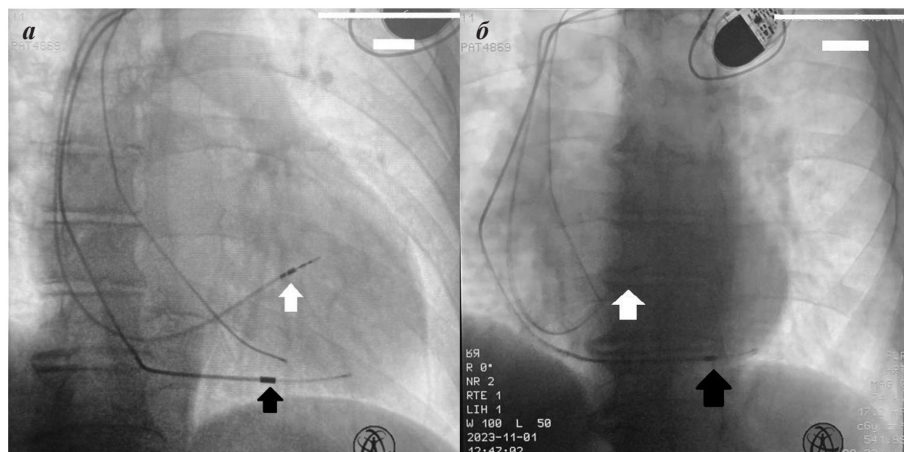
Интраоперационная рентгеноскопия в задне-передней, РА (а) и левой косой проекции, LAO (б). Черными стрелками указан электрод в средней вене сердца (СВС). Белыми стрелками обозначен вновь имплантированный электрод в межжелудочковой перегородке.
